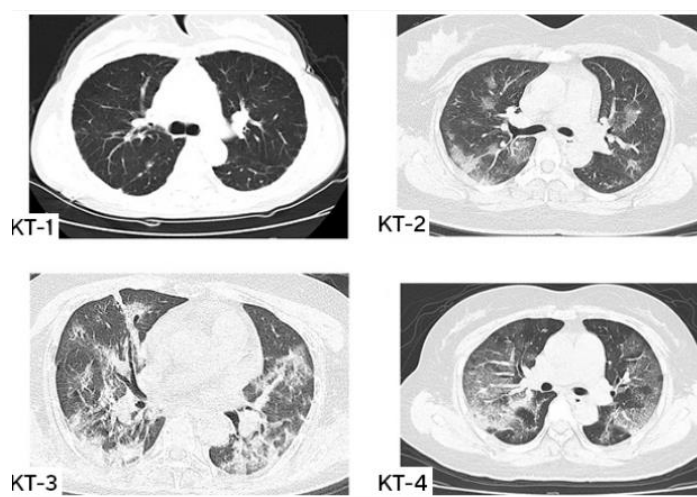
Рисунок - Объем поражения легких на КТ.
